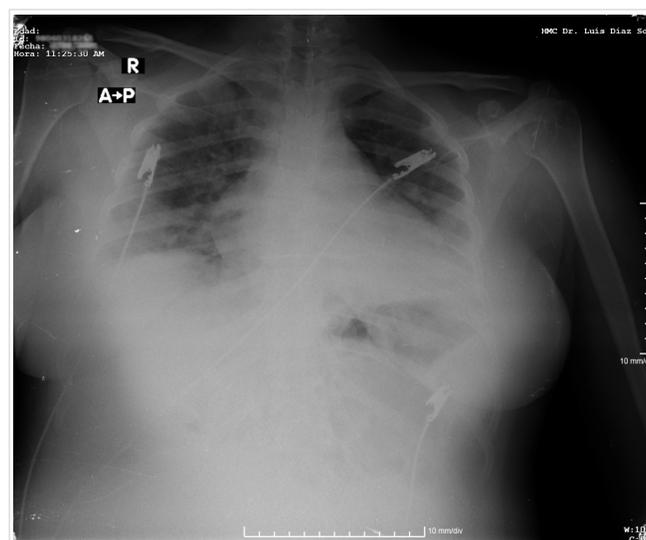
Radiografía simple de tórax, vista anteroposterior.
